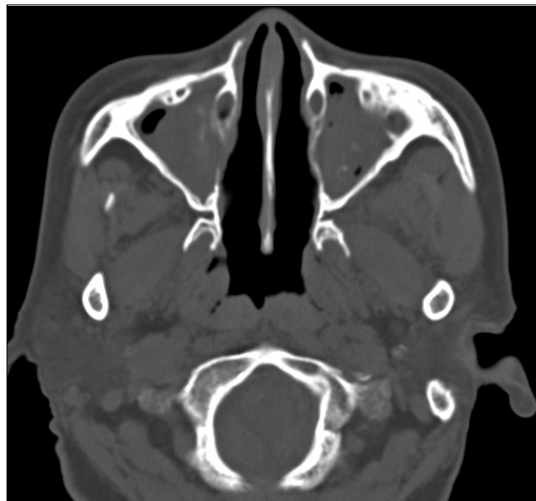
Preoperative axial CT scan. Bilateral maxillary sinuses are filled with abnormal soft tissue density. Calcified densities are seen in the bilateral maxillary sinuses.
